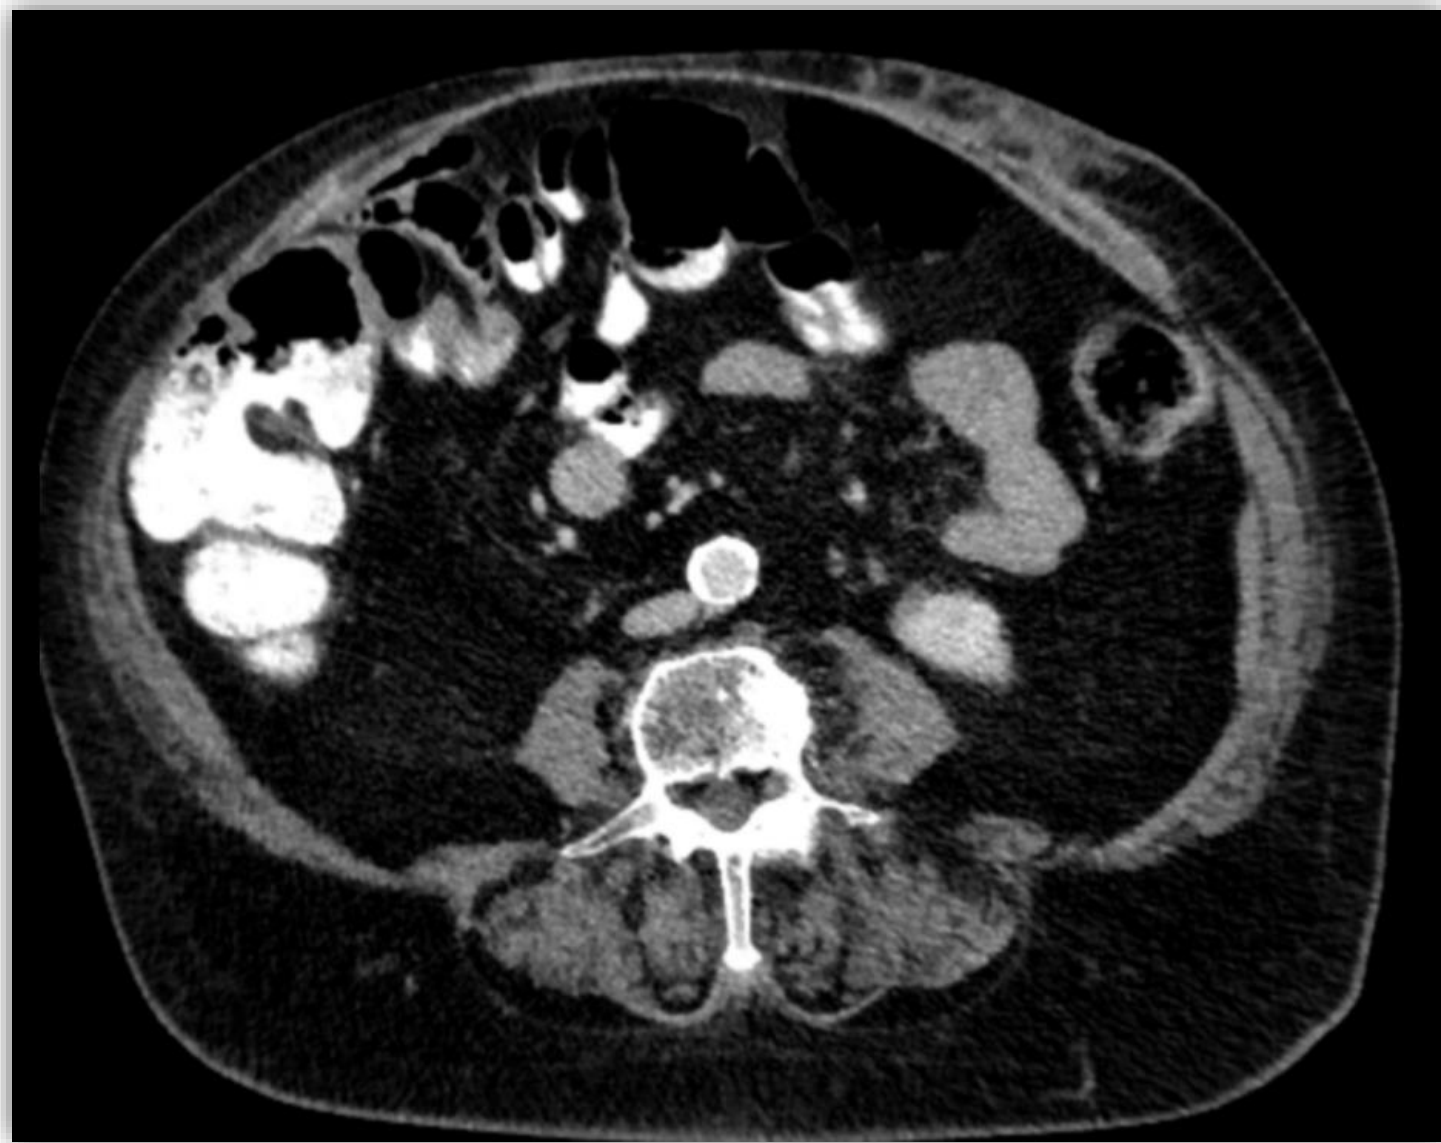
Imagen TAC post-IQ
